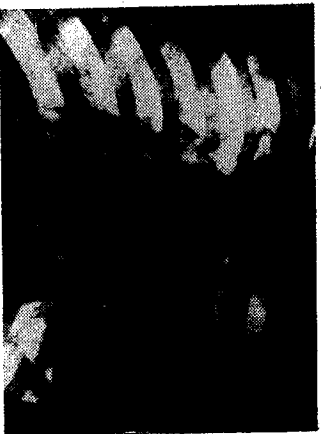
Radiografi direkte e toraksit Në polin e sipërm të hijes së mëdhe inten sive duket hypertransparenca falciforme ka rakteristike (simptomi i *casueto claro* ose deollimti të membranës).
